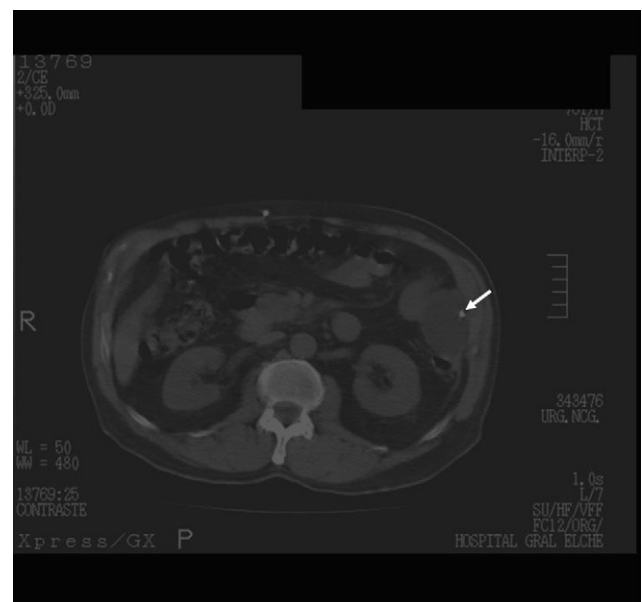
TC abdominal. Quiste intraabdominal en el flanco izquierdo inferior al bazo y a la altura de las venas renales con la punta del catéter en su interior.
